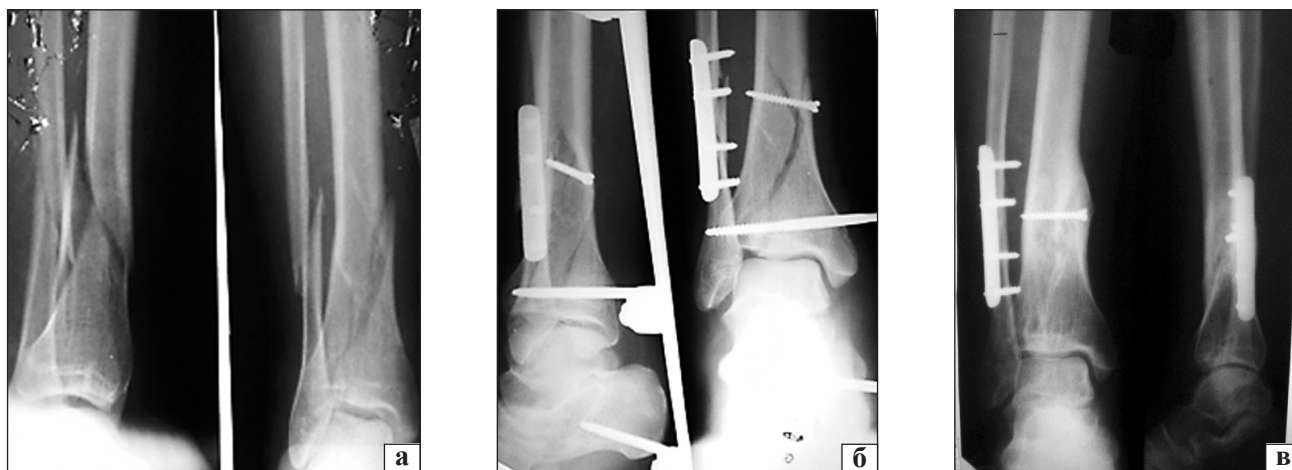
Рентгенограммы пациента К., 31 год: а) до лечения; б) после операции; в) через 18 мес. после травмы
